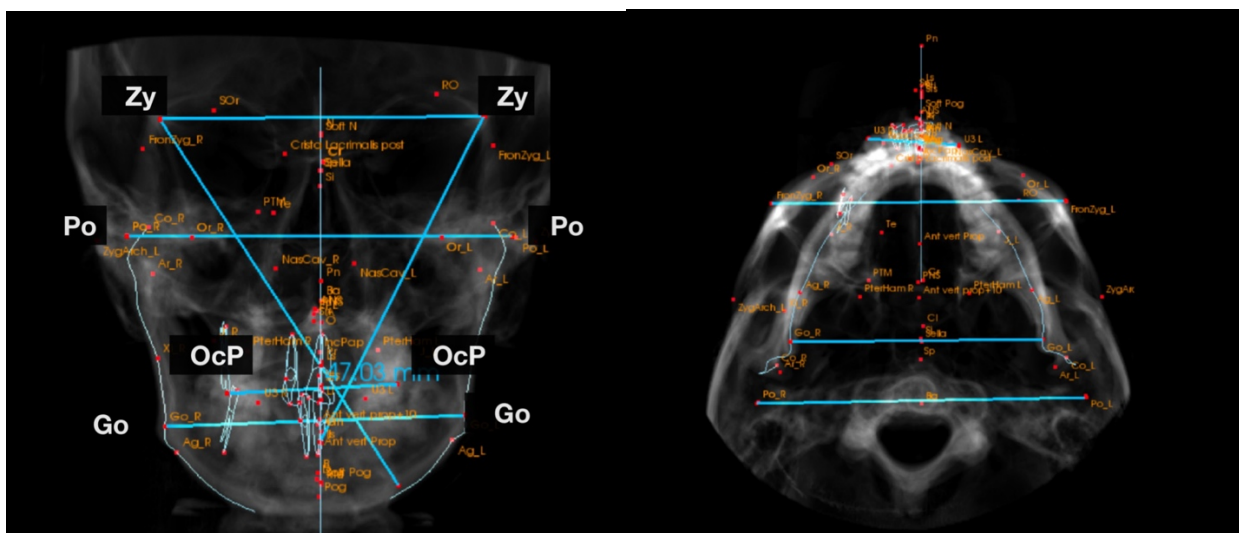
Асимметрия краниовертебромандибулярного комплекса на КТ
